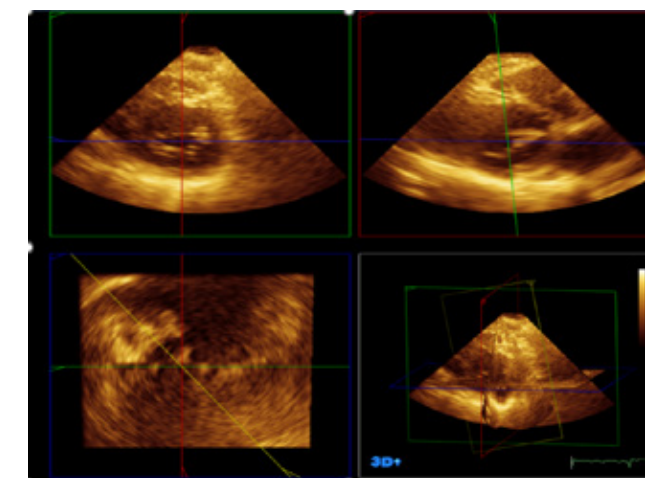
Ecocardiograma transtorácico 3D. Utilización de imágenes multiplanares para determinar la orientación correcta del eje corto paralela al orificio mitral al nivel de los tips de las valvas para medir el AVM.
